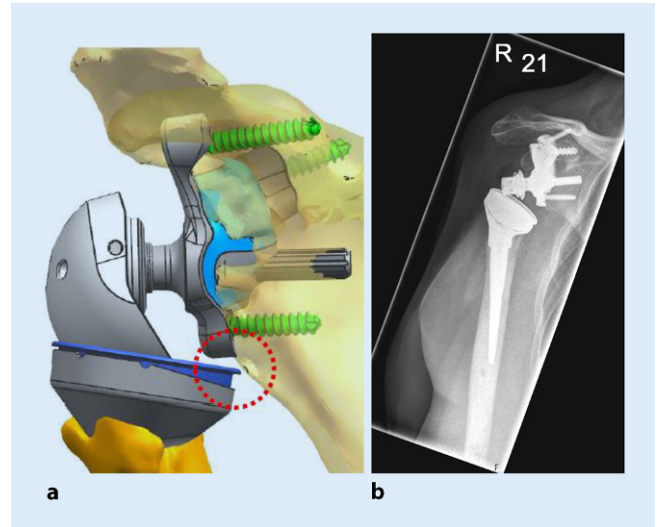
▲ a Visualisierung des inferioren Notchings (voraussichtlicher Berührungspunkt bei definierter Größe der Gleitpartner) bei großer metallischer Lateralisierung. Einbeziehung der Gefahr eines inferioren Hardware-auf-Hardware-Notchings erfolgt bereits bei Designüberlegungen. b Postoperatives röntgenologisches Ergebnis mit planungsgemäßer Umsetzung
